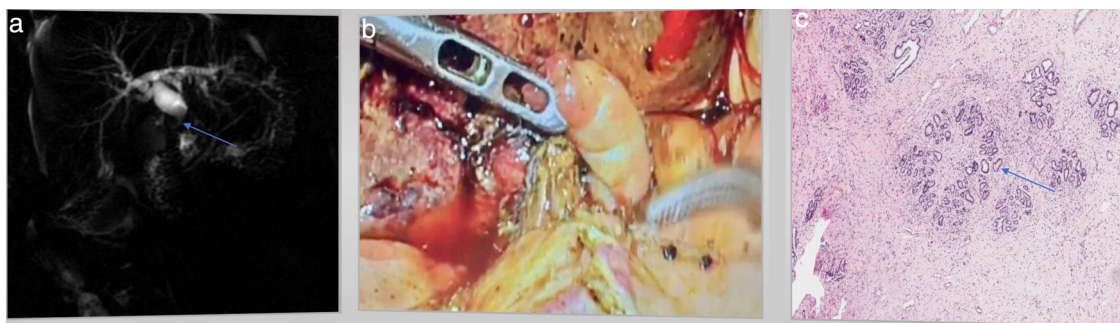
Figura 1(a). Colangio -RMN que muestra vacío nodular de señal en colédoco medio (flecha azul), compatible con adenoma. (b) Imagen del pólipo en el tercio medio del colédoco durante su resección laparoscópica. (c) Estudio anatomopatológico que muestra glándulas de tipo biliar rodeadas de estroma fibroso y con leve inflamación asociada.
